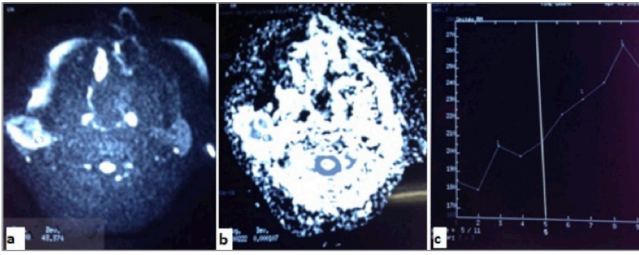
(a, b) IRM en séquence de diffusion: Tumeur parotidienne droite en hypersignal avec un rADC > 1,4. (c): courbe ascendante en séquence de perfusion avec pic > 120 secondes.
